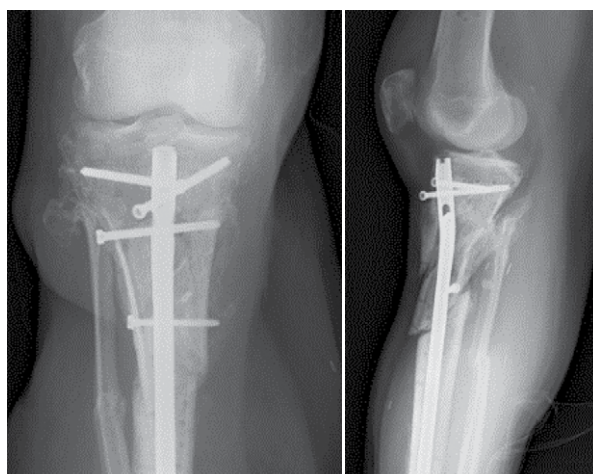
Plain X-rays 3 months after removal of dual plate fixation with insertion of cerament V and intramedullary nail showing satisfactory alignment and early callus formation
